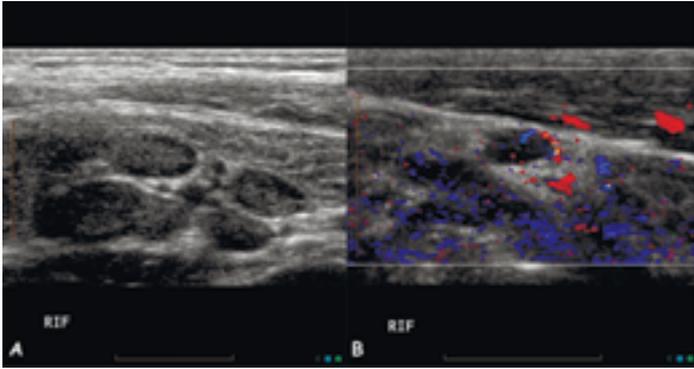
Ультразвуковое исследование брюшной полости у мальчика 6 лет. Случай 6-летнего ребенка с неопределенным абдоминальным болевым синдромом после перенесенной вирусной инфекции. На УЗИ (а) мы видим множественные овоидные образования, сгруппированные в правой подвздошной ямке. Определяемый при доплерометрии (b) центральный линейный кровоток указывает на лимфатические узлы.
